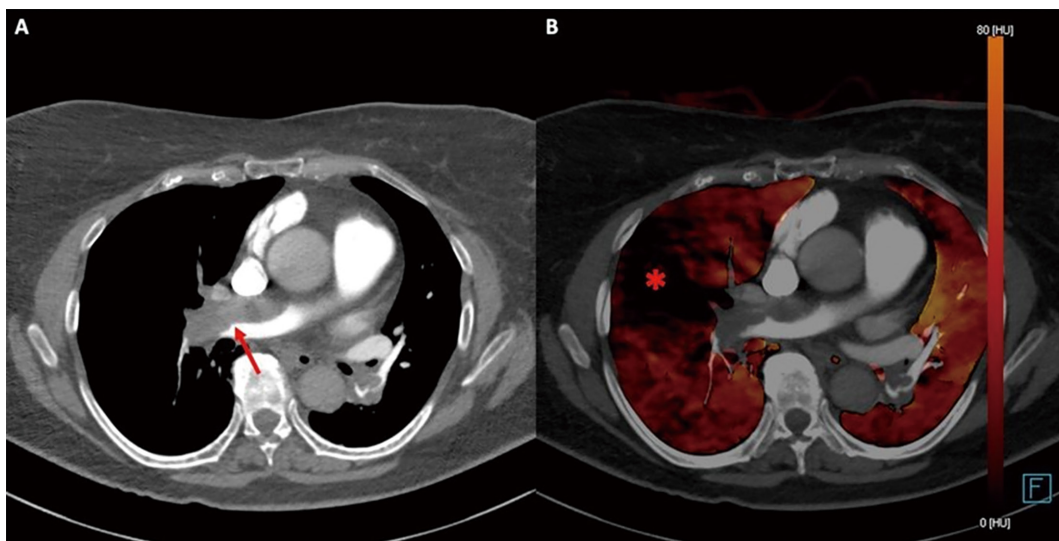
(Color online) Dual-energy computed tomography and pulmonary embolism. A, B (Dual energy computed tomography DECT) angiography, axial plane. In A (DECT virtual monoenergetic reconstruction at 80 kV) it is possible to detect thrombotic apposition (arrow) within the lumen of the right pulmonary artery. In B (iodine map), perfusion defects (asterisks) can be detected.
